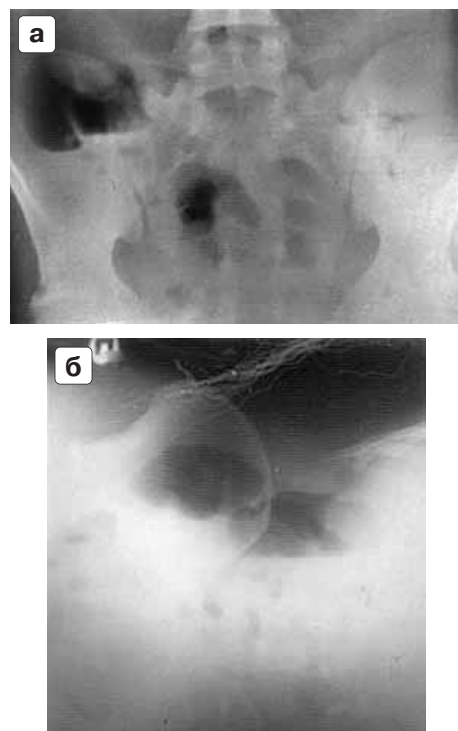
а – обзорная рентгенограмма брюшной полости. Вертикальное положение. Острый деструктивный аппендицит, местный перитонит. Более четко выявляются функциональные нарушения слепой и терминальных петель подвздошной кишки, расположенных в полости малого таза. б – латерограмма (на левом боку). Четко определяется горизонтальный уровень жидкости в слепой кишке и мелкие горизонтальные уровни жидкости в полости малого таза.
